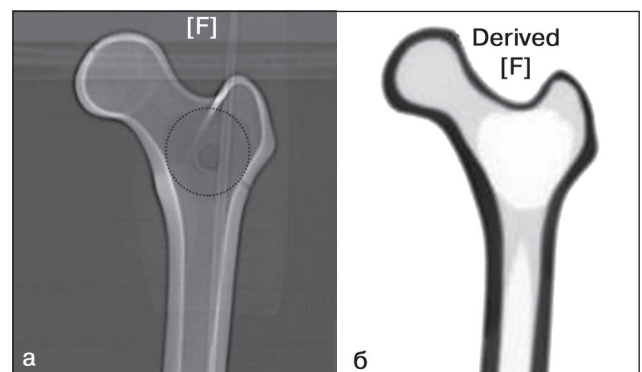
Рентгенографічне (а) та КТ-зображення (б) моделі стегнової кістки з порожнистим дефектом
